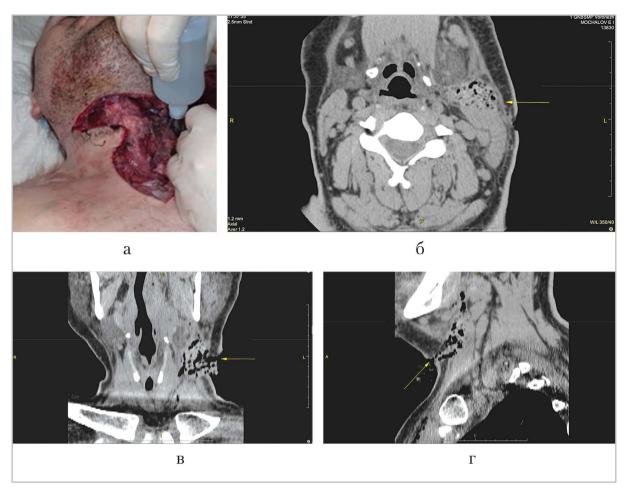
Интраоперационная фотография (a) и компьютерные томограммы ( $\delta - \epsilon$ : мультипланарные реконструкции) пациента М., 37 лет, — послеоперационная рана боковой поверхности шеи слева после вскрытия флегмоны (стрелки)
